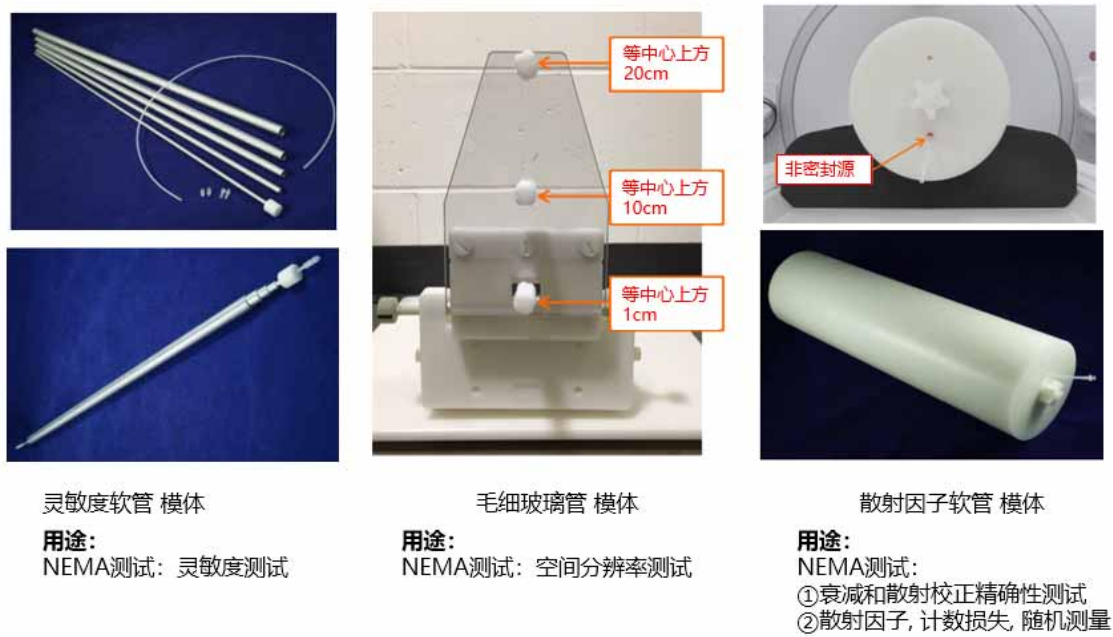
PET/CT 产品型式检验时使用的模体照片
